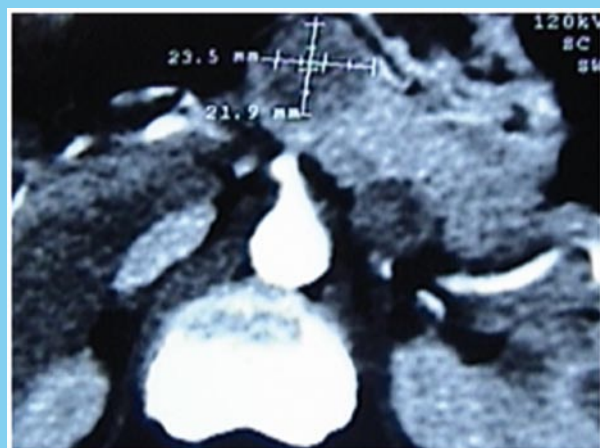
TAC Abdominal (2011)
